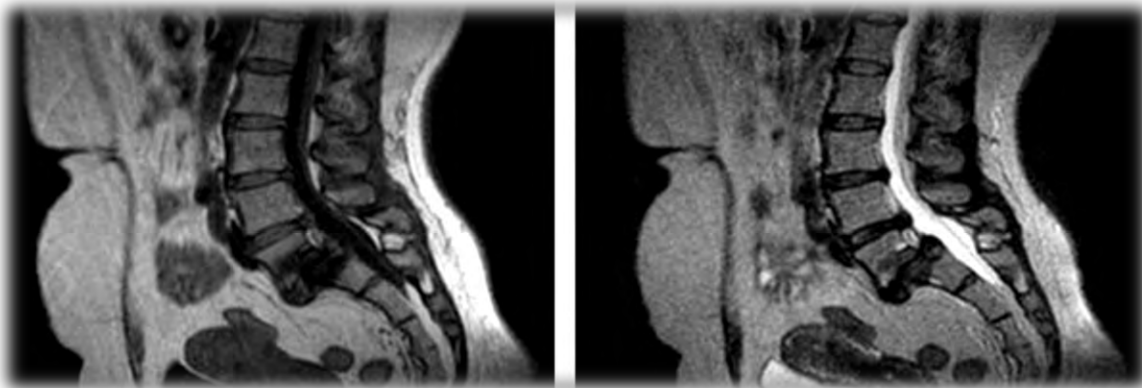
Resonancia magnética en corte sagital en donde se observa en secuencia T1 (izquierda) imagen hipointensa en placas terminales vertebrales en L5-S1 e hiperintensa en T2 (cambios Modic tipo 1). En L4, hemangioma hiperintenso en ambas secuencias. Fuente: . Acta Ortop Mex. 2012; 26 (3):180-4.
